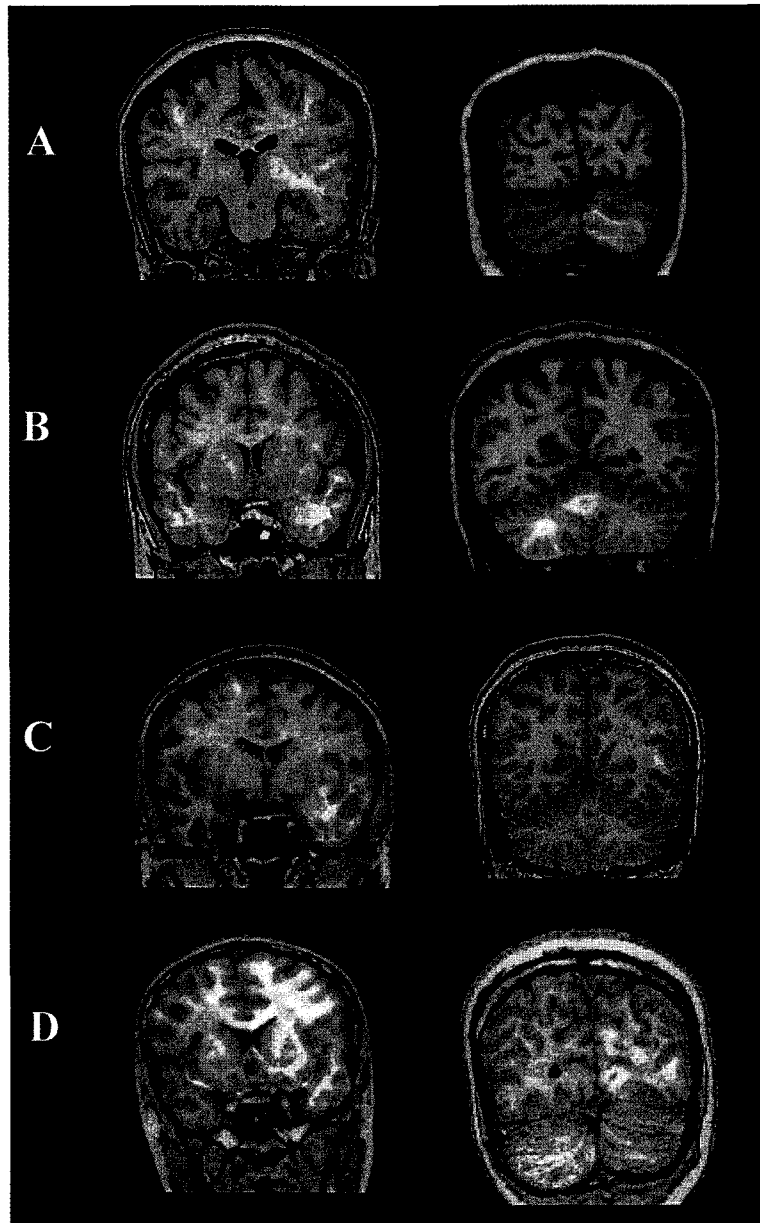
Images of SPECT subtraction with MRI co-registration. Ictal hyperperfusion was shown left temporal lobe and left cerebellar hemisphere (ipsilateral cerebellar hyperperfusion to epileptic focus) in a 37 year-old man with left temporal lobe epilepsy (A) and ictal hyperperfusion on left temporal lobe and right cerebellar hemisphere (contralateral cerebellar hyperperfusion to epileptic focus) in 27 year-old man with left temporal lobe epilepsy (B). Ictal hyperperfusion of left temporal lobe was associated with no cerebellar hyperperfusion in 22 year-old woman with left temporal lobe epilepsy (C) ictal hyperperfusion occurred on left temporal lobe, left basal ganglia, left frontal region, and right cerebellar hemisphere in 25 year-old woman with left temporal lobe epilepsy (D).
